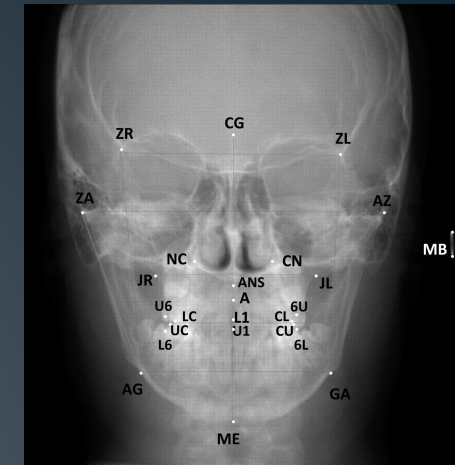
Lateral (A) and posteroanterior (B) cephalometric radiographs.
